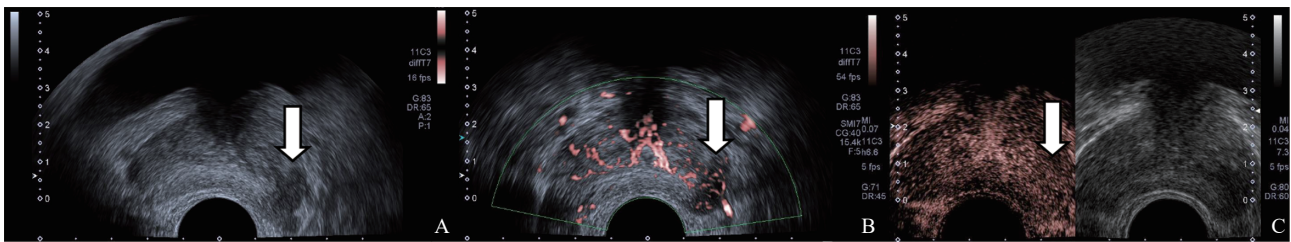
CEUS诊断前列腺腺癌假阴性的患者超声声像图
